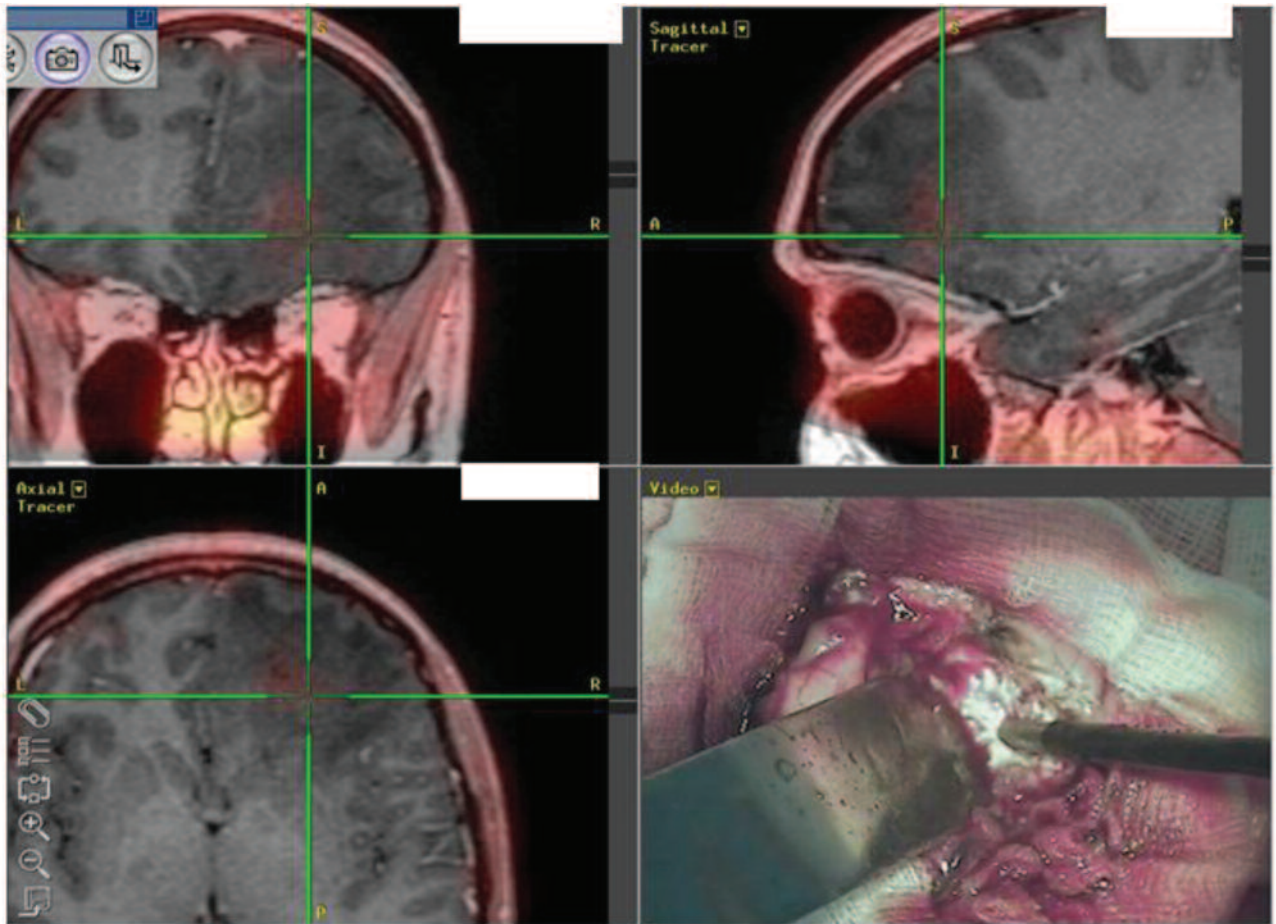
Видалення пухлини правої лобової частки під контролем мультимодальної нейронавігації із суміщеними даними МРТ та ОФЕКТ
